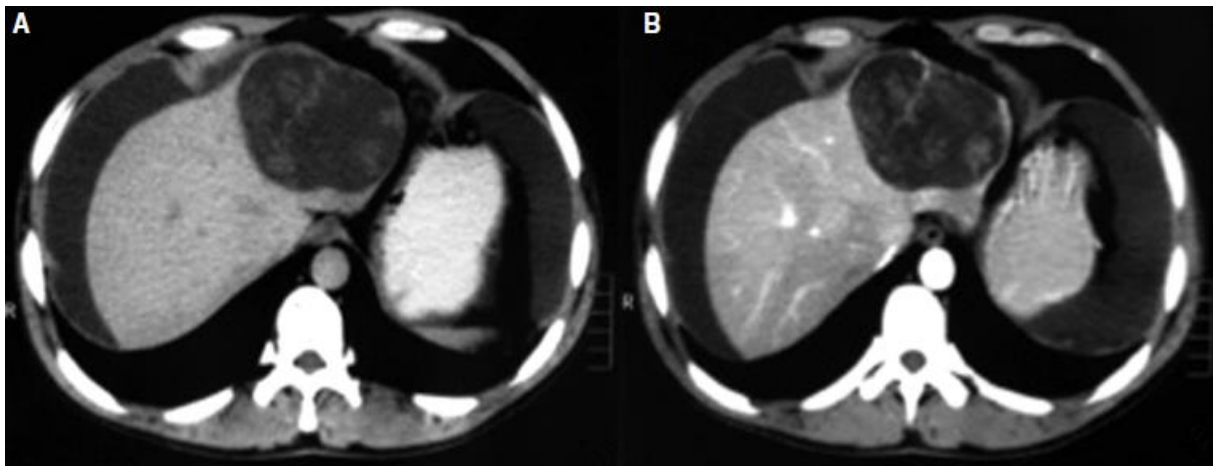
A) image de TDM abdominale sans injection du produit de contraste d'un cystadénocarcinome hépatique : Une masse kystique de densité liquidienne avec cloisonnement irrégulier a été trouvée dans le lobe gauche du foie, mesurant $7,2 \times 9,2$ cm, avec une fibrose dans la paroi postéro-latérale. B) Aspect scannographique d'un cystadénocarcinome hépatique. Dans une TDM abdominale avec injection du produit de contraste, un effet de rehaussement peut être observé dans la cloison, la paroi kystique et la fibrose de la paroi, mais pas dans la partie kystique [49].
